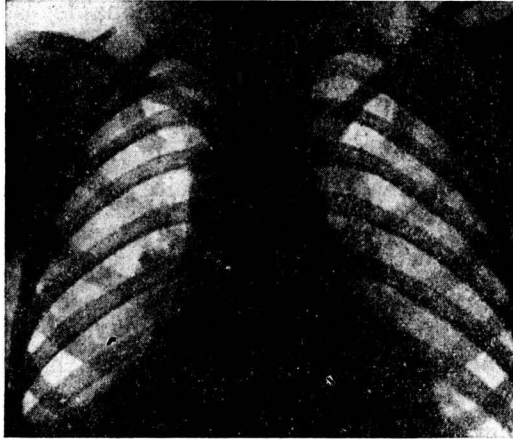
Caso T. E. 8 años. Radiografía 22-III-52. Historia de cuerpo extraño desde hace 6 meses. Atelectasia base derecha. Supuración.
